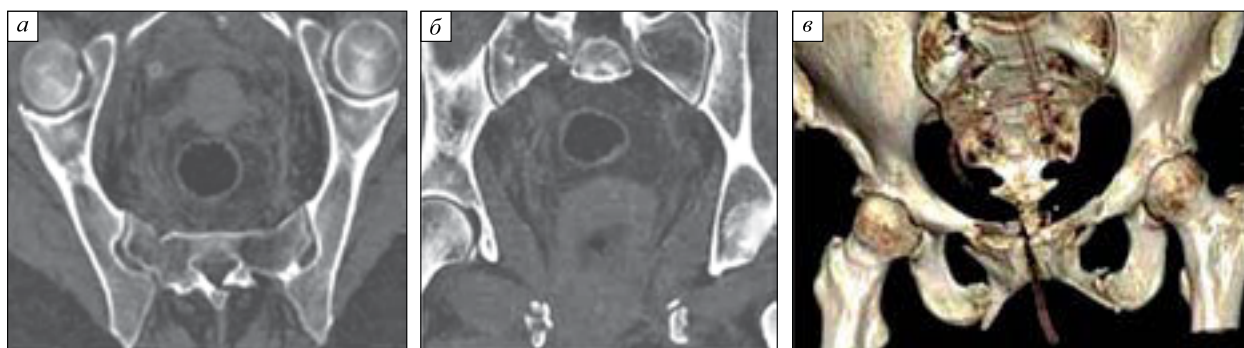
Компьютерные томограммы костей таза, переломы подтипа LC-II. Перелом обеих лонных и седалищных костей, перелом внутренней стенки вертлужной впадины: а — аксиальная проекция; б — фронтальная проекция; в — трехмерная реконструкция изображения
